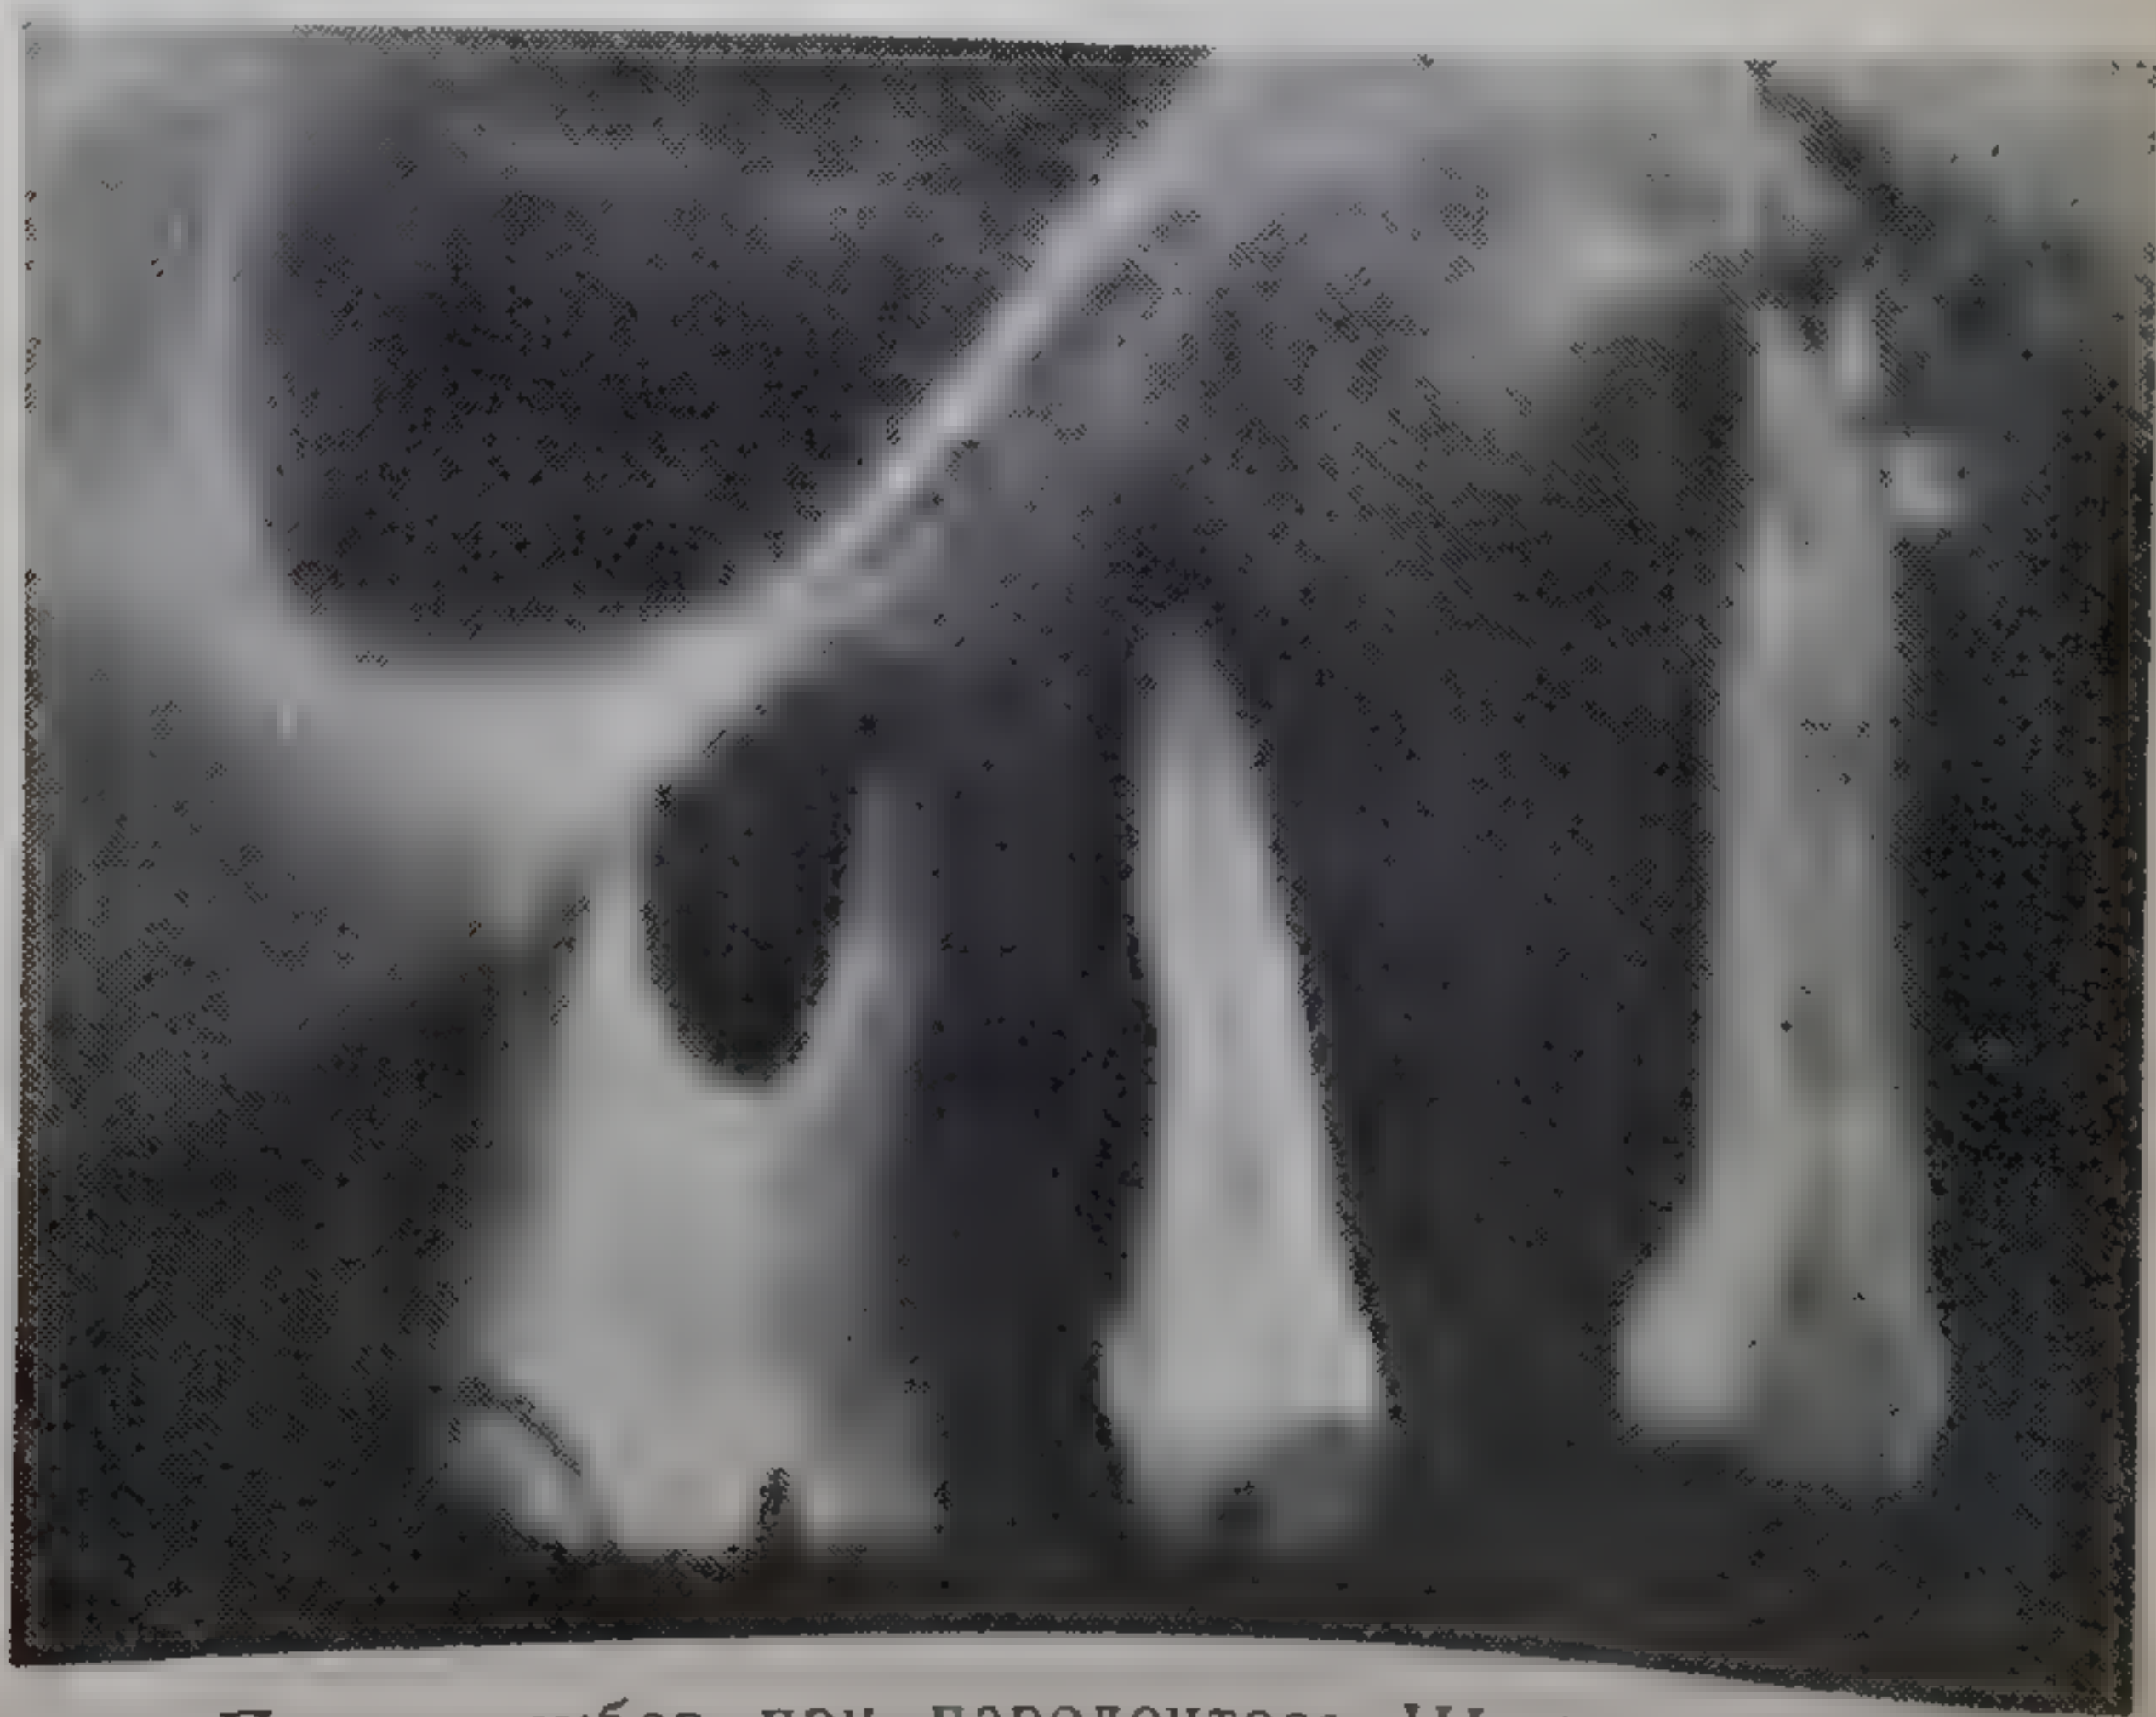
Потеря зубов при пародонтозе III. Рентгенограмма — атрофия костной ткани лунок с горизонтальной убылью их краев на 2/3 и более длины корней. Наблюдение 4.
